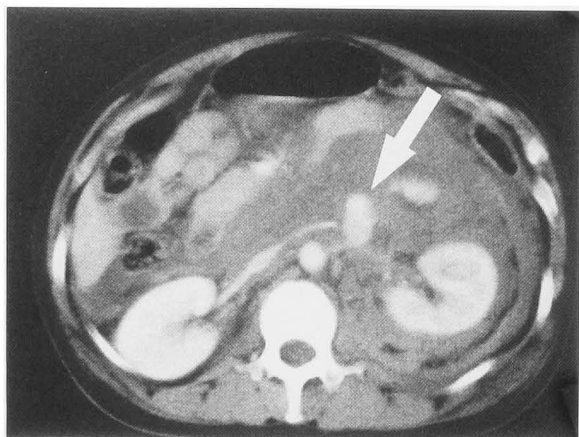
Abdominal CT shows a massive hemorrhage around the left kidney, and fresh bleeding near the left renal artery (arrow).
